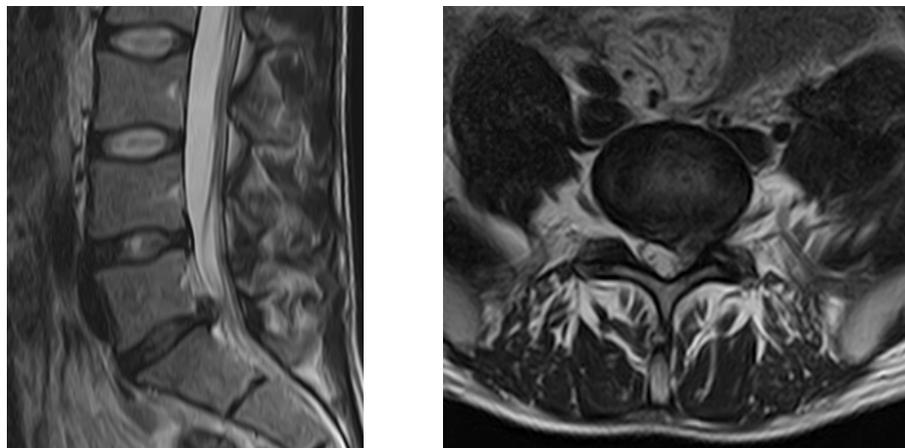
Пациент О.. МРТ сканы: а (слева) – сагиттальная плоскость, б (справа) – аксиальная плоскость
